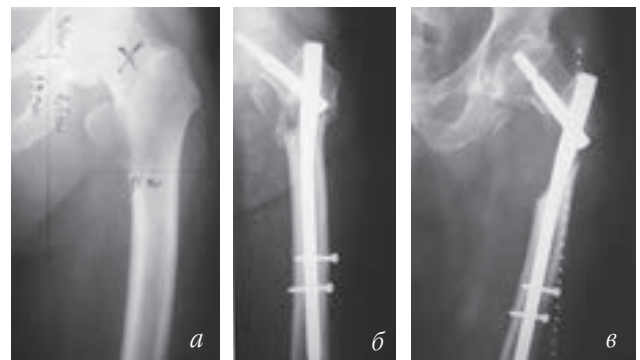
Фотовідбитки рентгенограм лівого стегна хв. С., 78 р., історія хвороби № 82650: а – метастатичне ураження в ділянці малого вертлюга; б – патологічний перелом проксимального відділу лівої стегнової кістки, хірургічне втручання; в – прогресування метастатичного процесу
